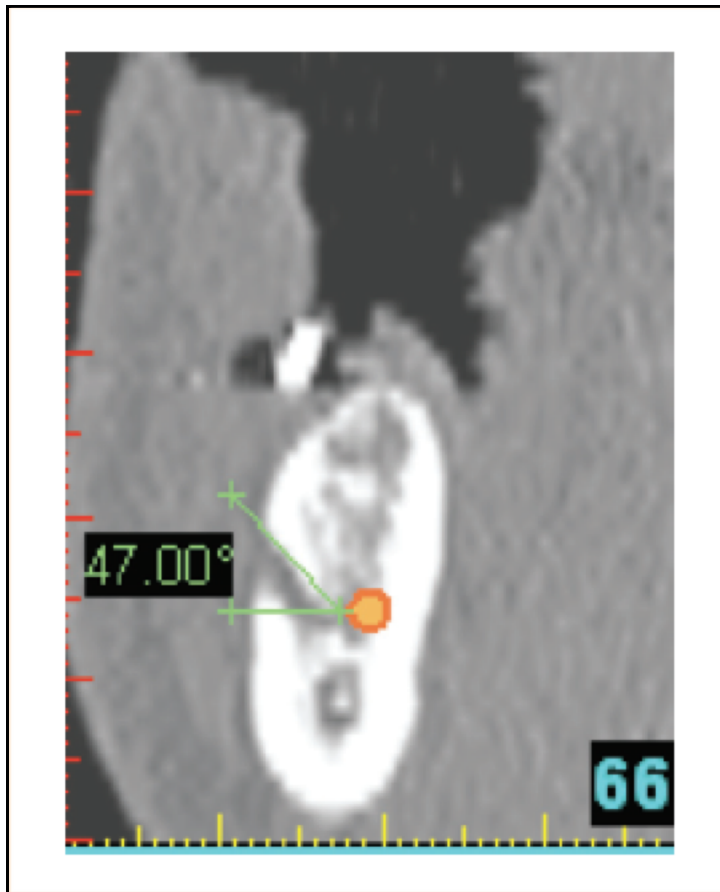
Tomografia computadorizada - NM emerge do canal mental
